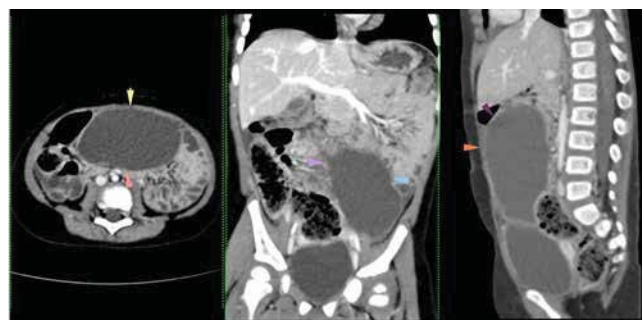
КТ-дослідження пацієнтки М., віком 2 роки. На аксіальному, фронтальному та сагітальному зрізах у венозній фазі візуалізовано утворення максимальними розмірами 118,6×44,5×36,2 мм, наповнене рідиною та пов'язане зі стінкою сигмоподібної кишки (кольорові стрілки)
